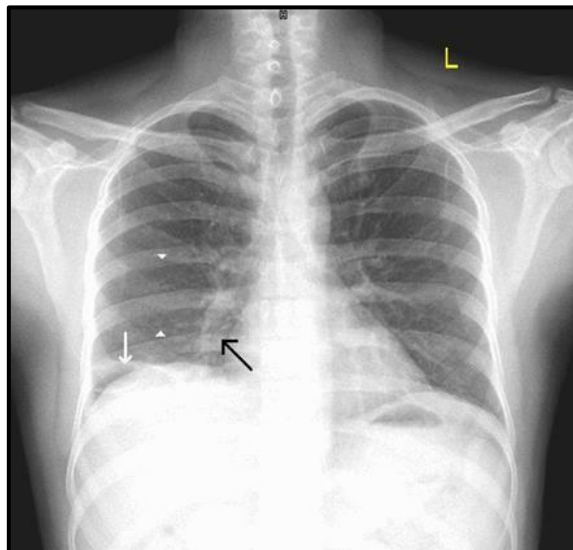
Radiografía de tórax proyección postero-anterior. Signo de la joroba de Hampton (flecha blanca). Signo de Westermark (triángulos blancos). Signo de Palla (flecha negra). Imagen radiológica tomada de la revista *BMJ Case Reports*, Volumen 19, Número 9, "Hampton's hump, Wertermark's sing and Palla's sign in acute pulmonary thromboembolism: a rare concurrence". (34)
